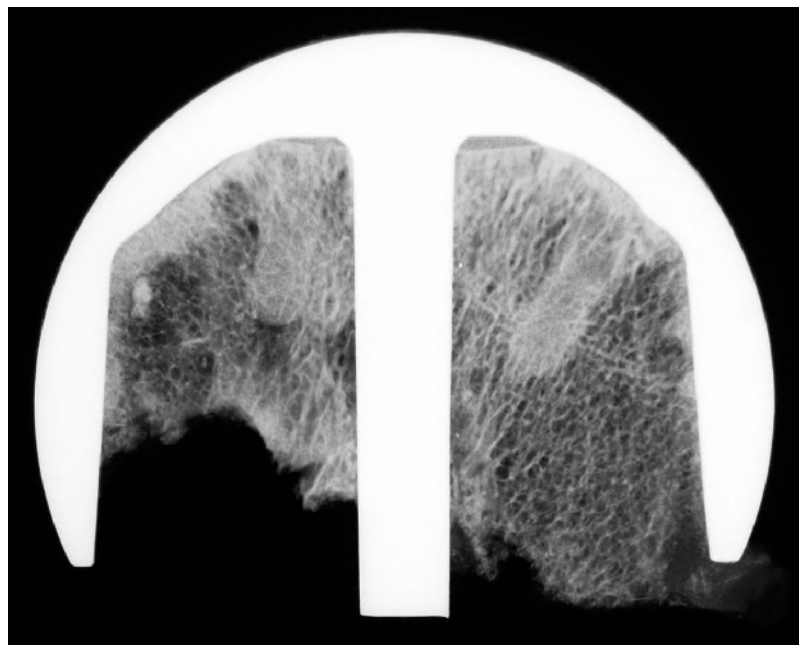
Kontaktradiographie 27/35
